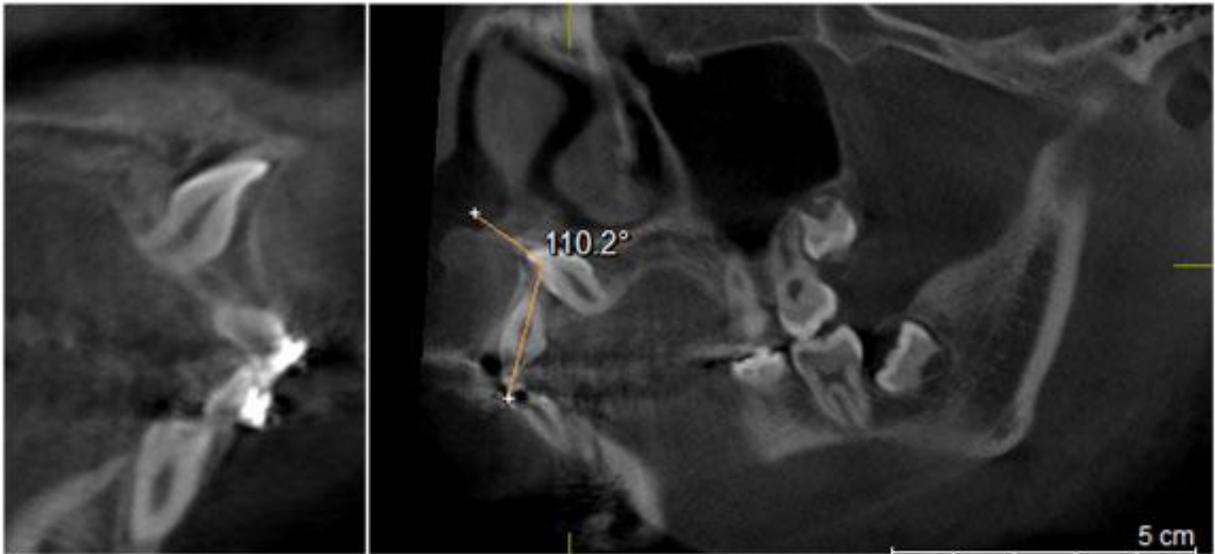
Fotografías del corte de la tomografía cone beam 3D. Donde se puede observar que el diente ectópico se encuentra rotado 110.2° y ubicado por debajo de la espina nasal superior ENA y además de tener una raíz dilacerada. Lo que lo hace un diente imposible de ser rotado ortodóncicamente.
